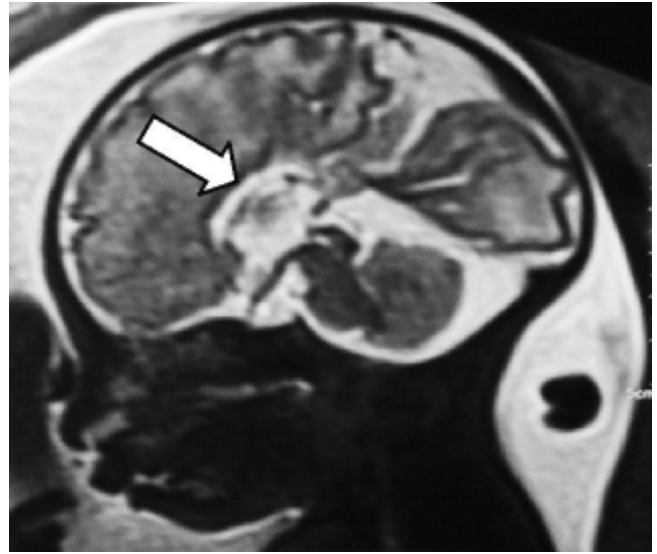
IRM (Fase 2) prenatal en un corte sagital. A. Ausencia de cuerpo calloso. B. Dilatación ventricular.
